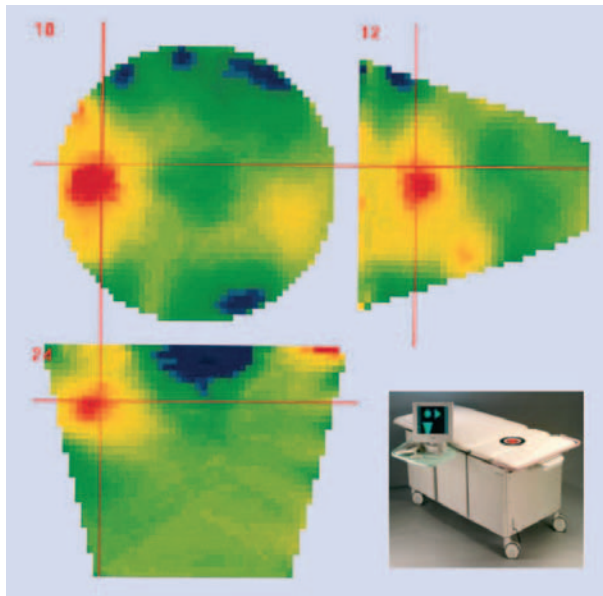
Schnittbilder einer dreidimensionalen optischen Mammographie, aufgenommen mit einem optischen Tomographie-system (Philips Research Eindhoven). Die starke Absorption (rot) weist auf einen Brusttumor hin.
